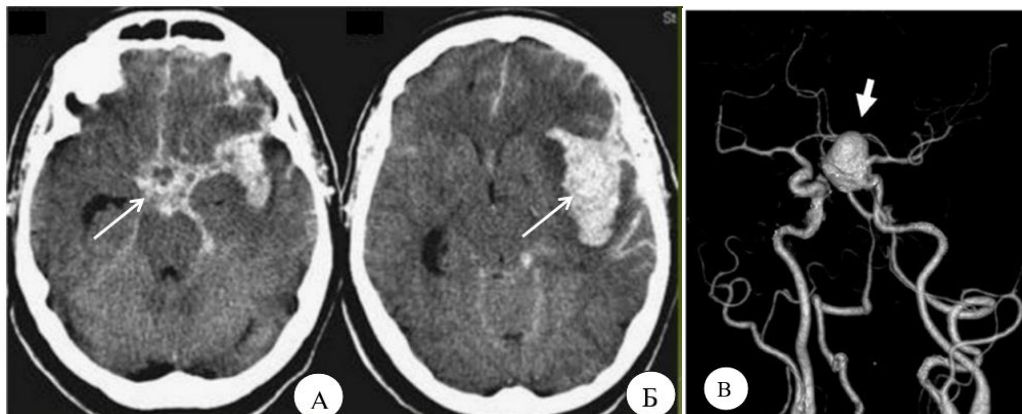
Спіральна комп'ютерна томографія/комп'ютерна ангиографія пацієнта. А, Б. Спонтанний субарахноїдальний крововилив у ділянці лівої сільвієвій борозні, міжпівкульних борознах, препонтінній та базальній цистернах, внутрішньомозкова гематома в лівій гемісфері головного мозку; В. Мішковидна аневризма внутрішньої сонної артерії зліва
